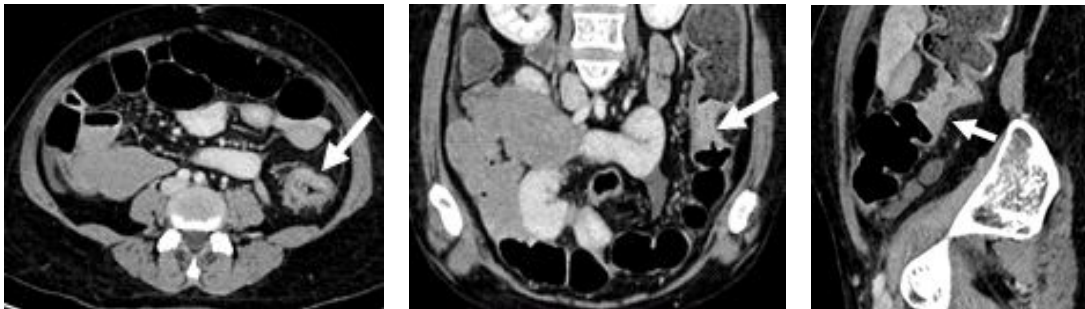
Gambaran CT *Scan* dari jenis adenokarsinoma, GIST, NET maupun limfoma seringkali sulit dibedakan. Terutama bila tumor dengan ukuran besar dan sudah menginfiltrasi organ sekitar. Menurut Angela D. Levy bahwa NET kolorektal dapat muncul sebagai nodul soliter kecil, massa multipel, atau massa polipoid besar
